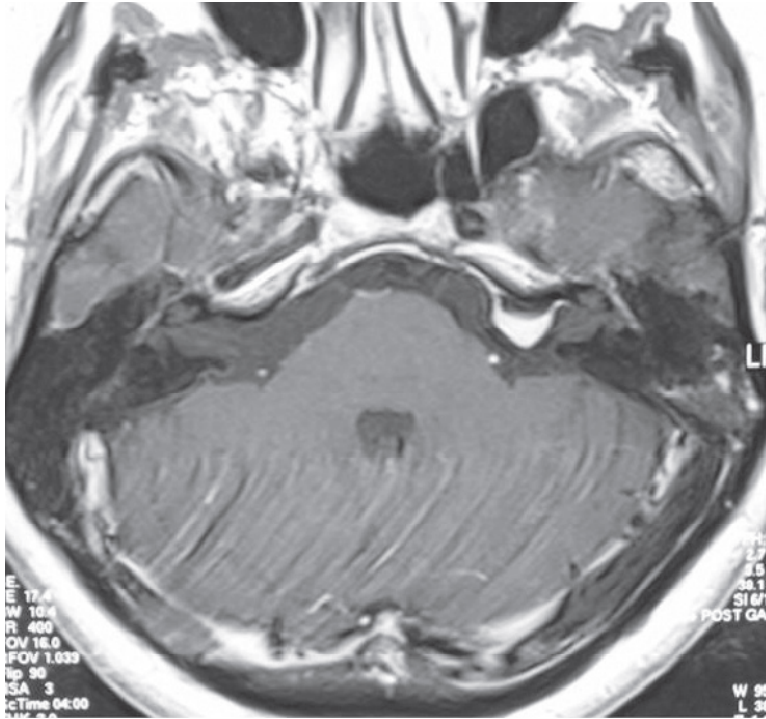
IRM T1 postgadolinio. Meningioma petroso izquierdo.
